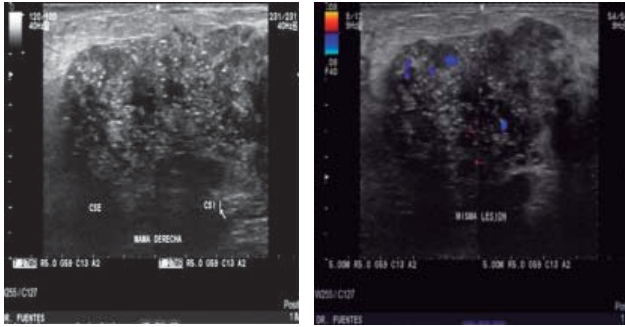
Ultrasonido de mama derecha en la que se muestra nódulo irregular en modo B y tras la aplicación del Doppler color.
